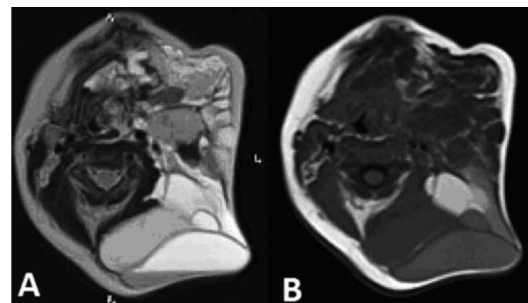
МРТ у пацієнта з ЛМ лівої половини шиї, стисненням трахеї, огортанням судин шиї, з крововиливом на різних стадіях. Кісти різної структури – гіперінтенсивний сигнал на Т2 (А) з горизонтальним гіпоінтенсивним рівнем у зоні крововиливу (гостра фаза) на Т2 та Т1 (В). Кісти з гіперінтенсивним сигналом на Т1 та Т2 свідчать про підгостру стадію крововиливу
